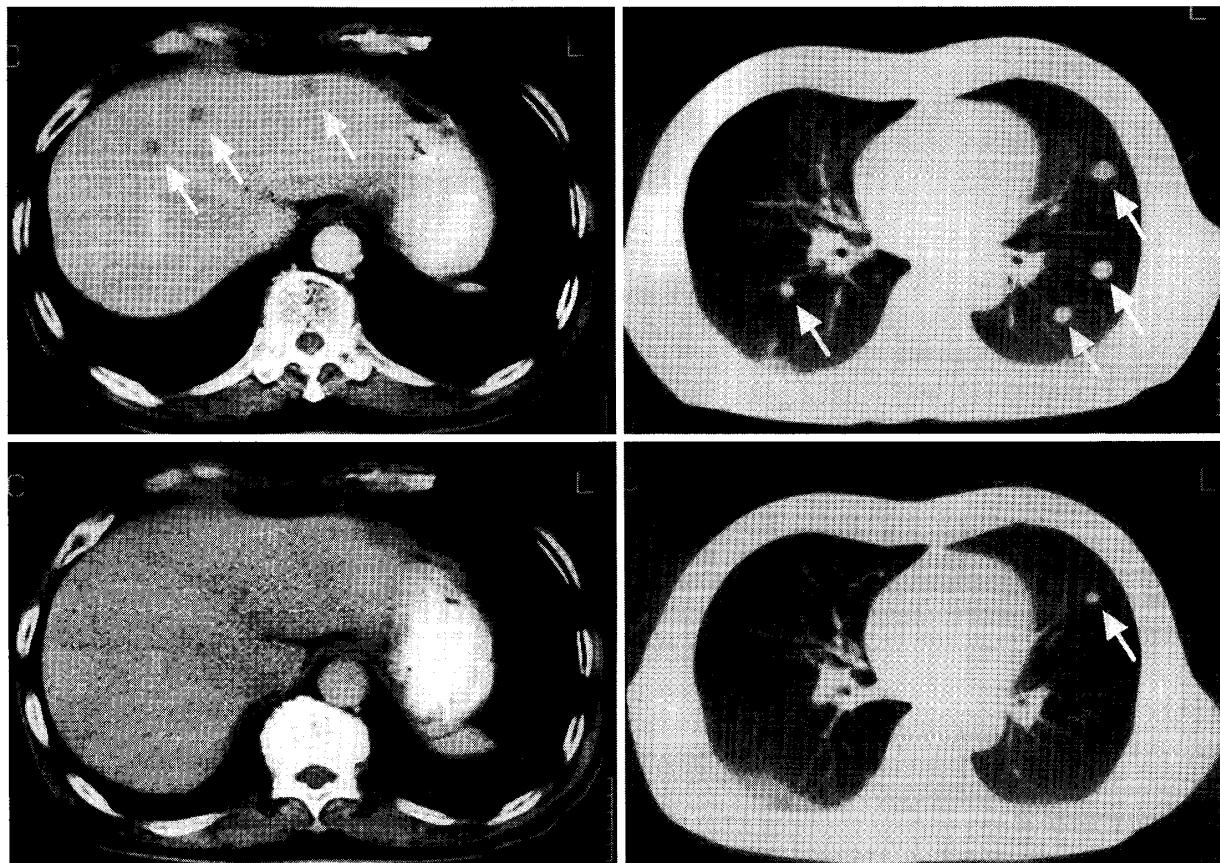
症例1のCT検査所見（上：化学療法前，下：化学療法1クール後）
